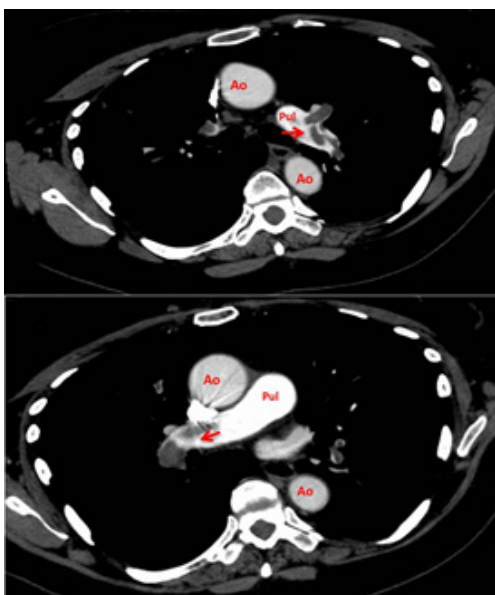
Angiotomografía computarizada de tórax mostrando embolias pulmonares bilaterales (flechas rojas). Ao: Aorta, Pul: arteria pulmonar.
